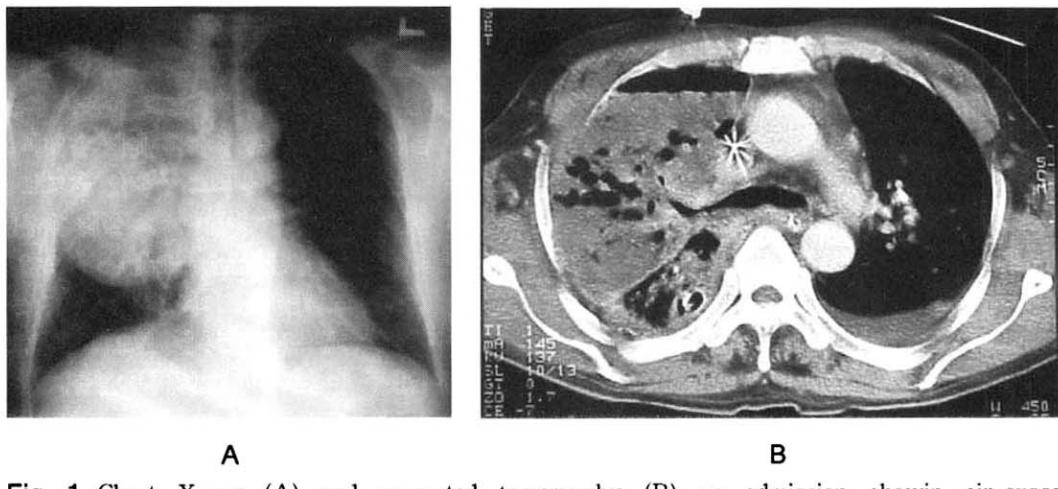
Chest X-ray (A) and computed tomography (B) on admission showing air-space consolidation and volume expansion with multiple and variable sized air-fluid levels, which indicate necrotizing pneumonia and a lung abscess.
